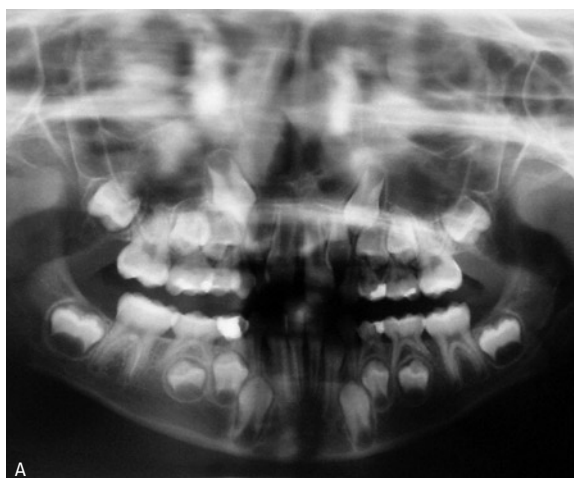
A) radiografia panorâmica inicial, B) radiografia panorâmica controle 10 meses após o início do tratamento, C) telerradiografia em norma lateral inicial, D) telerradiografia em norma lateral controle 10 meses após o início do tratamento, E) foto frontal intrabucal após realização de E.R.M com disjuntor acrílico colado, F) foto oclusal após a instalação do disjuntor acrílico colado.
